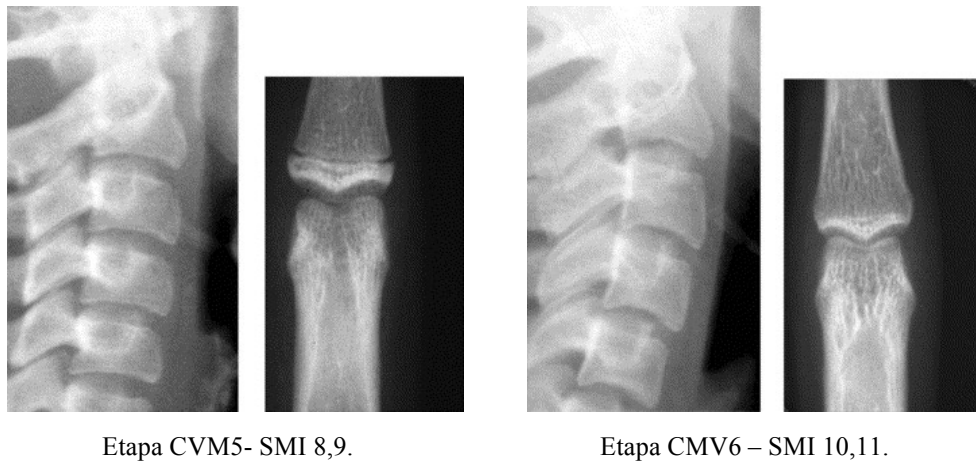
Comparación de la maduración vertebral cervical (6 etapas) con la radiografía de la falange media del tercer dedo. Tomadas de Özer y Cols. (2006).
